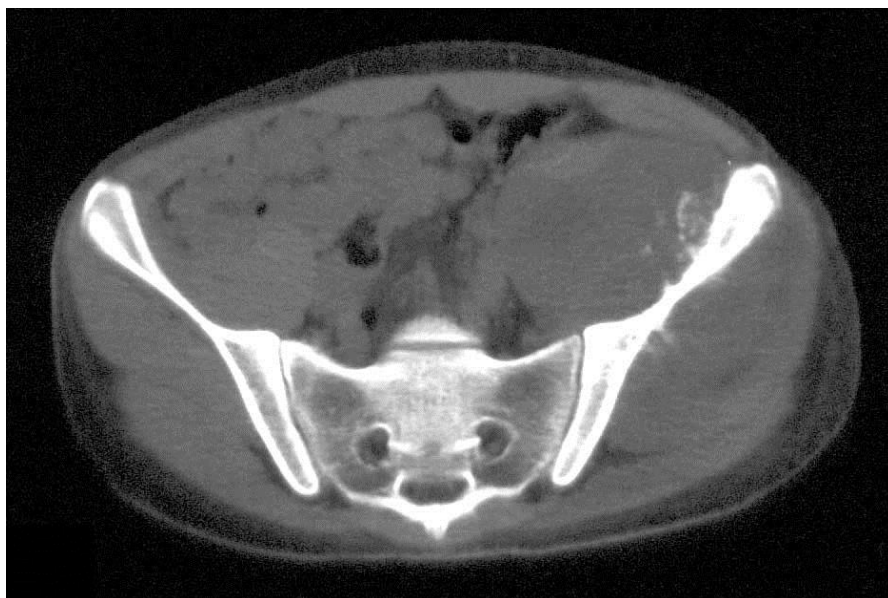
КТ костей таза. Спикулообразный периостит левой подвздошной кости, мягкотканый компонент опухоли
